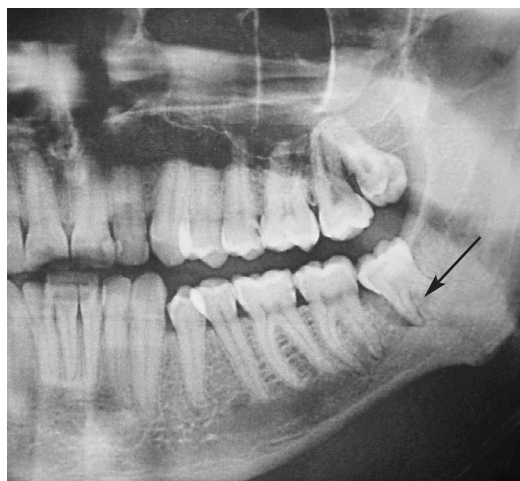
Фрагмент ортопантомограммы больного М., 28 лет, страдающего стационарной формой одонтогенной подкожной гранулемы левой подчелюстной области от фолликулярной кисты 38 зуба (отмечено стрелкой).
